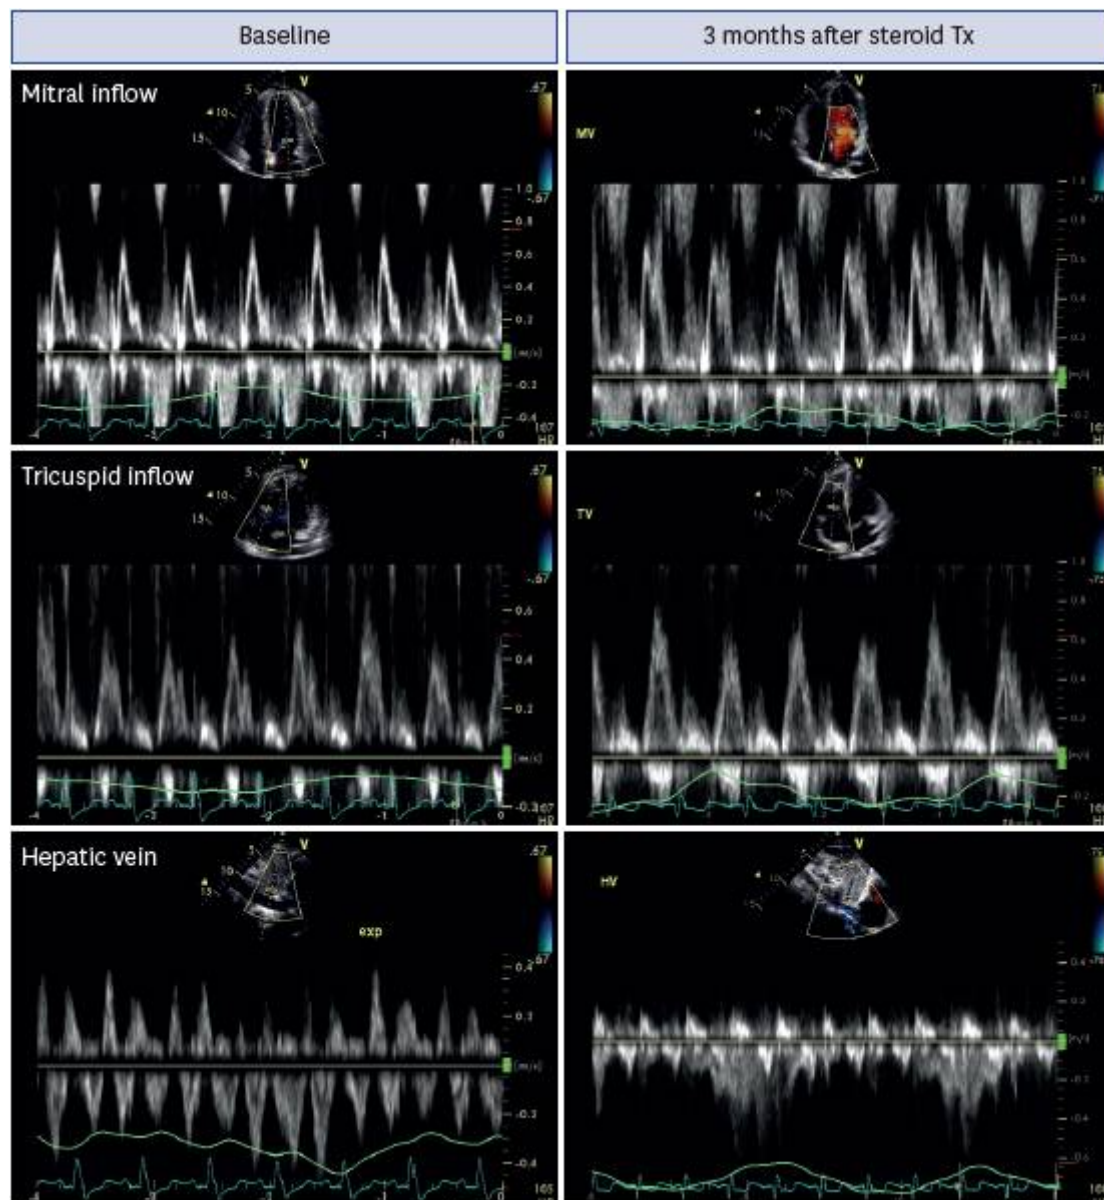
L'examen Doppler par échocardiographie transthoracique montrant la physiologie de la constriction avant et après le traitement [8]
